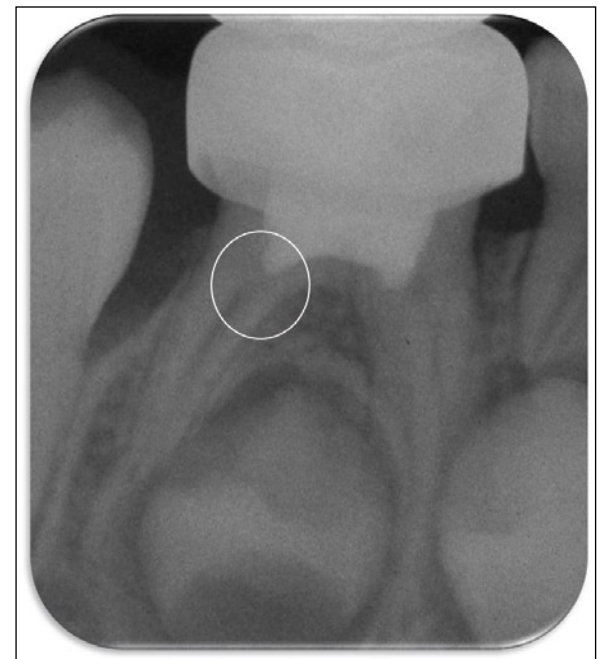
Radiografia periapical de controlo de um molar no qual se realizou um tratamento de pulpotomia com MTA Branco. Assinala-se a presença de uma ponte dentinária no canal distal
